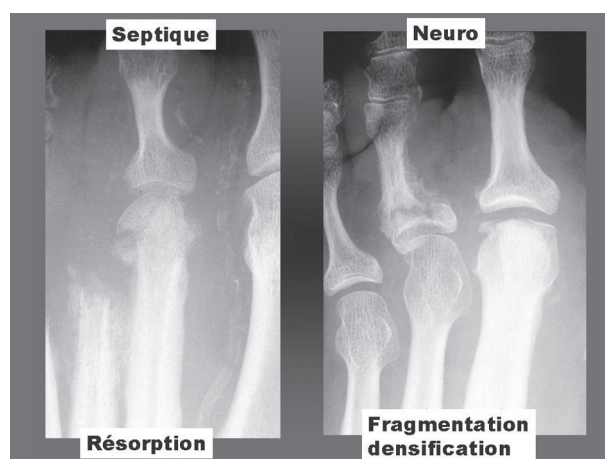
Radiographies comparatives, illustrant l'ostéolyse de l'infection (a) et la fragmentation et la densification de l'ostéoarthropathie (b).
